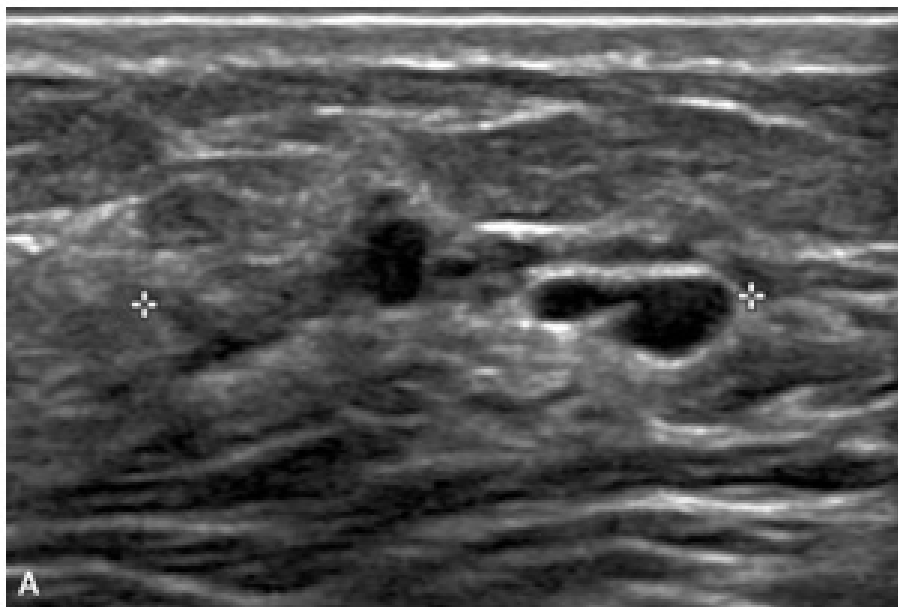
Paciente feminino 45 anos, realizou ultrassonografia da mama esquerda (Fig. V-A) demonstrou uma lesão não nodular focal com áreas císticas de permeio correspondendo ao achado da RM. O resultado histológico foi de adenose simples sem atipias e hiperplasia estromal pseudoangiomatosa.
